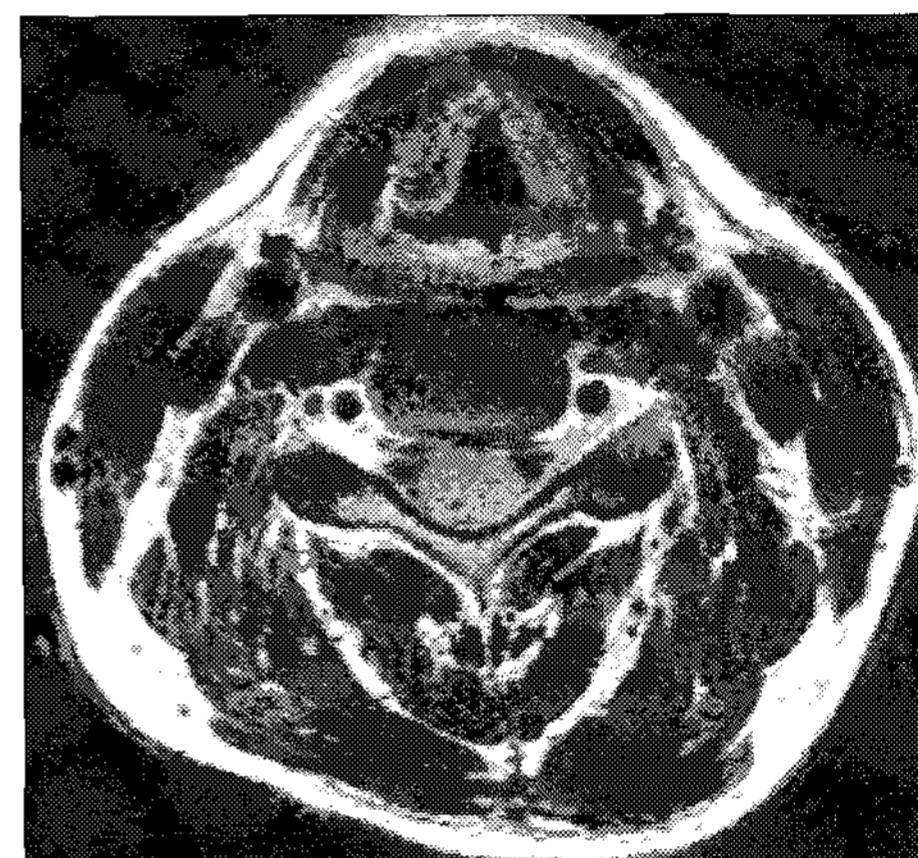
MRI scan of larynx amyloidosis showing focal low signal intensity lesion with minimal bulging at right true vocal cord.
